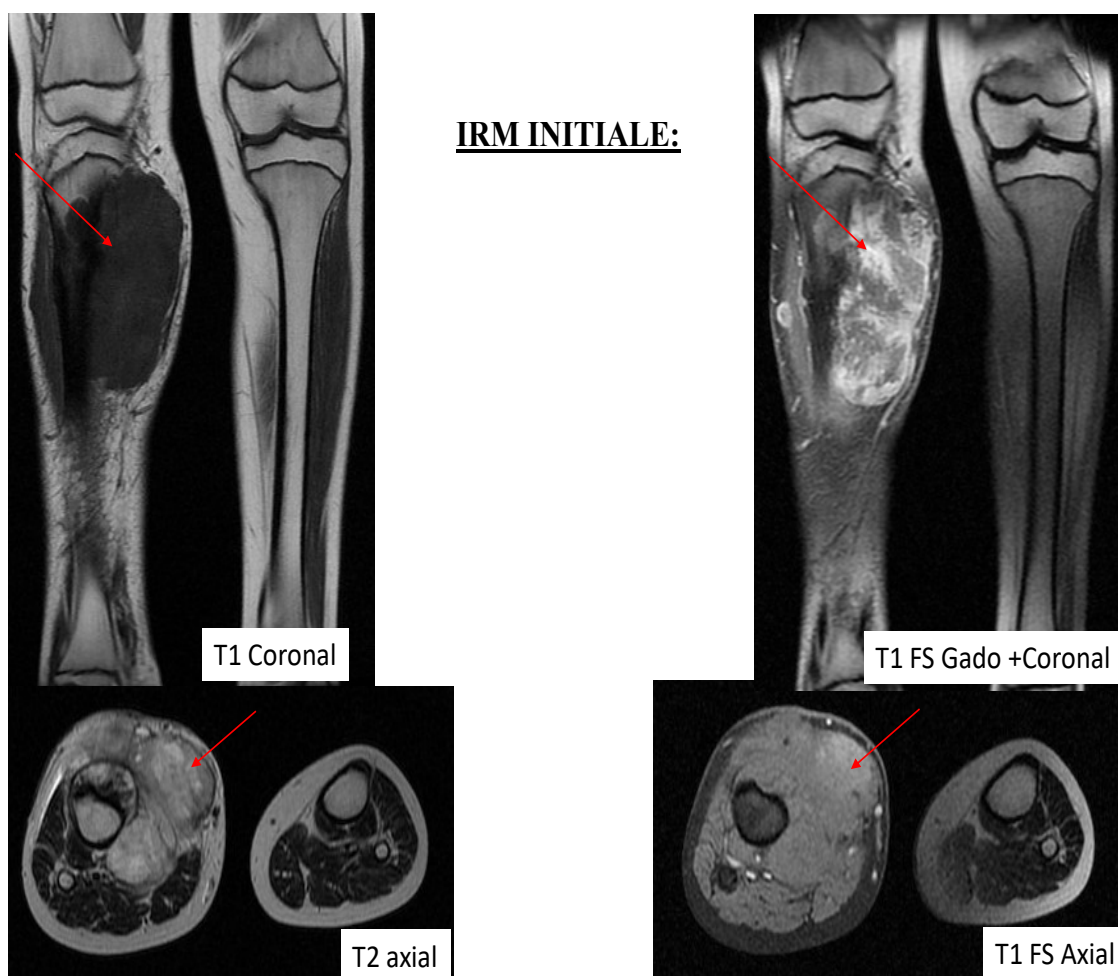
IRM illustrant un ostéosarcome localisé au niveau métaphysodiaphysaire proximale du tibia droit, envahissant la médullaire tibiale et le pédicule tibial antérieur et les parties molles antérieures et inféro-internes de la jambe droite chez un garçon de 14 ans.
